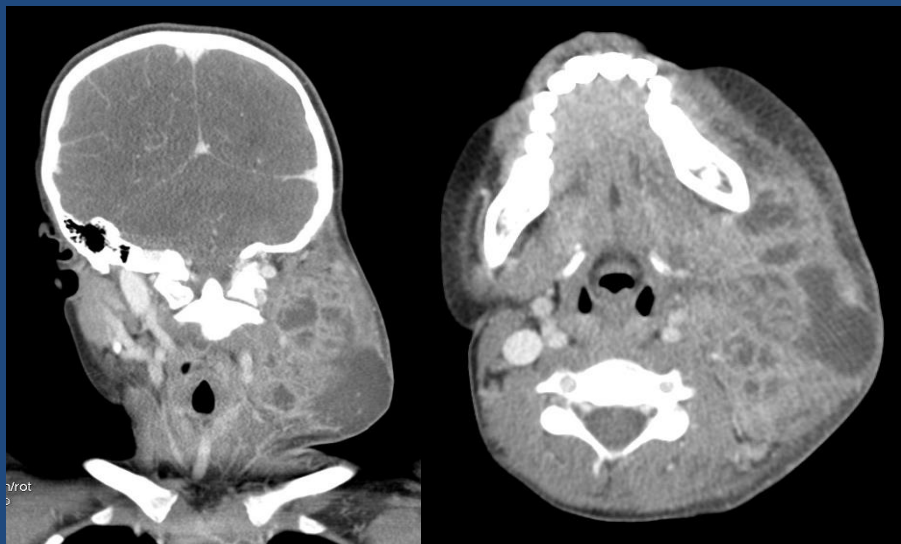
Linfadenitis tuberculosa cervical: Tumoración cervical, antecedente de IDA. TC de cuello + C : múltiples adenopatías con realce periférico e hipoatenuación central
